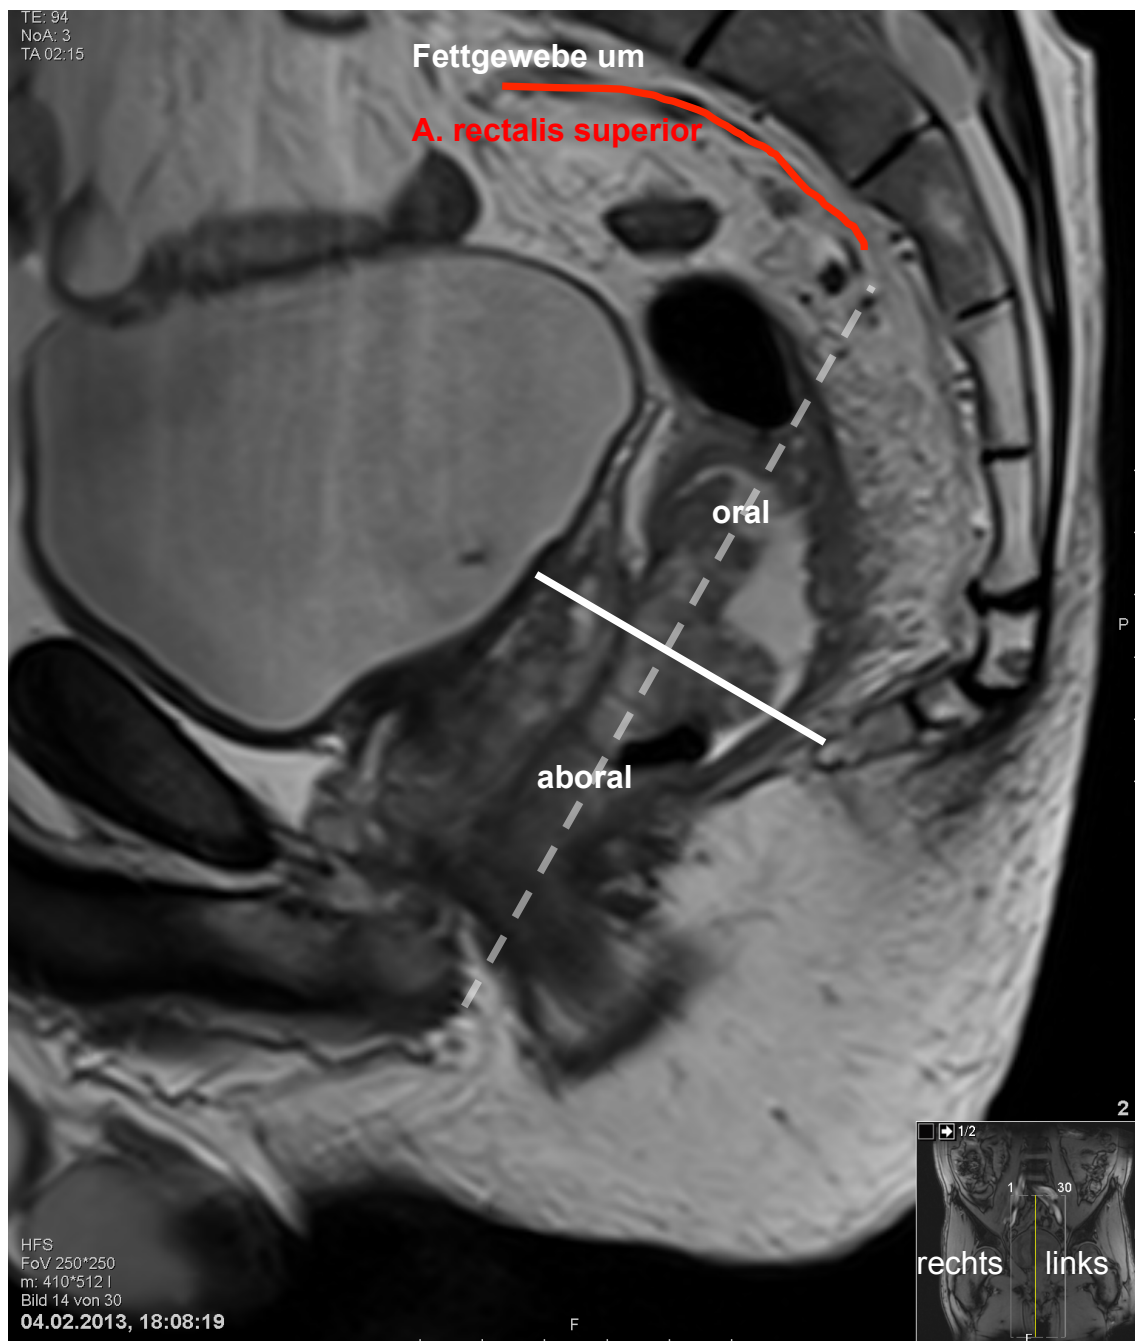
Anatomische Kompartimente in der sagittalen T2w-MRT
